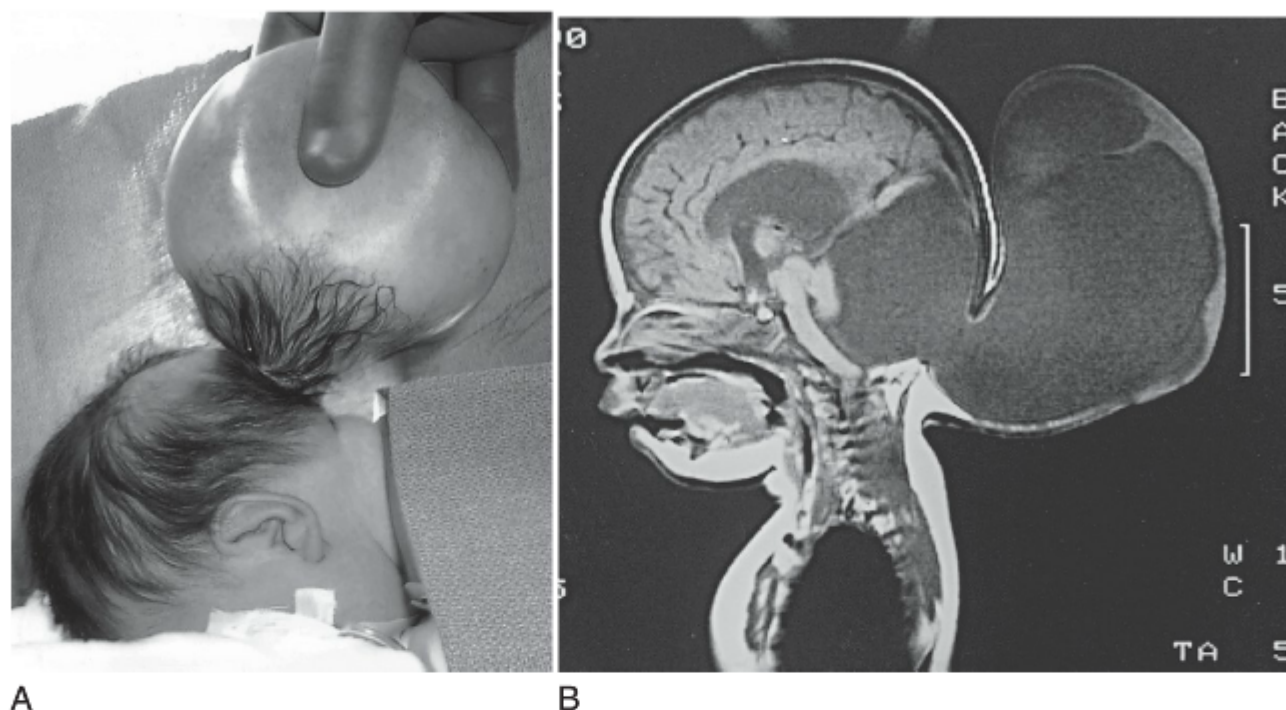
Um lactente com uma encefalocele occipital volumosa. A, É possível observar a encefalocele volumosa recoberta por pele. B, Um exame de RM sagital em um recém-nascido com uma encefalocele occipital volumosa. À operação, o saco continha tecido cerebelar displásico herniado e também líquido cefalorraquidiano.
